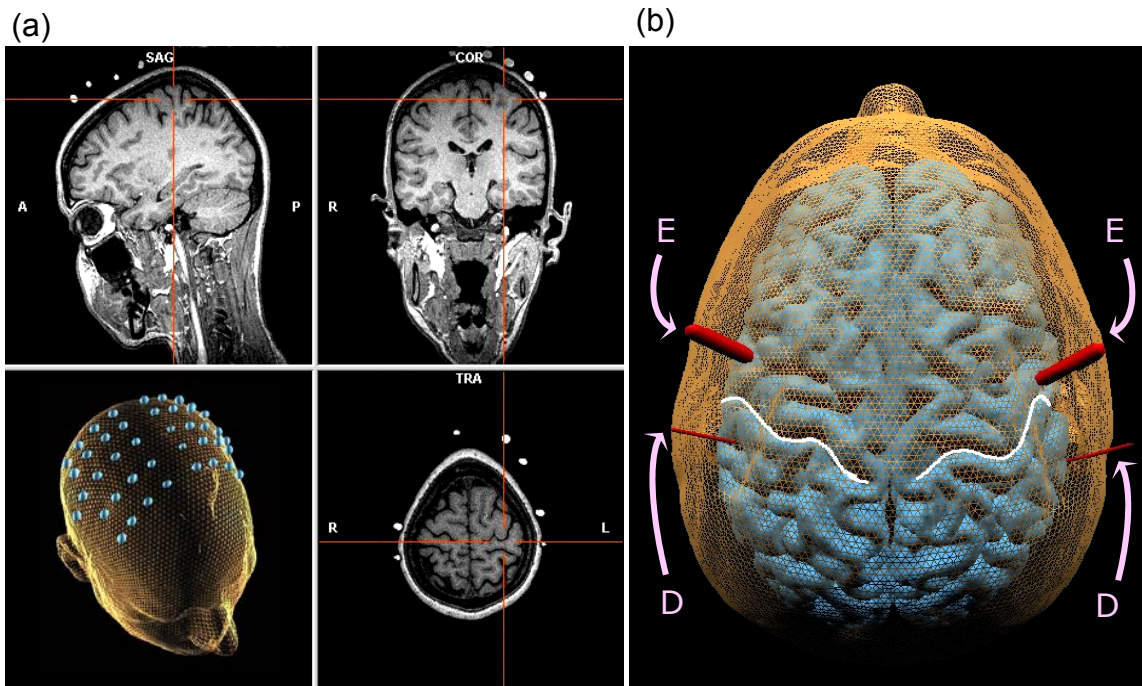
Darstellung der MPrage mit *Fiducial*-Koordinaten zur Identifizierung der korrespondierenden Position auf der Kopfoberfläche mit dreidimensionaler Schichtung und 3D-Rekonstruktion (a). Anhand dieses ersten Koordinatendatensatzes konnte die Positionierung der NIRS-Optoden individuell in Projektion auf das Handareal in der omega-förmige Windung des Gyrus centralis erfolgen. Rechts ist die 3D-Rekonstruktion der Optoden aus dem MRT-Datensatz eines Probanden dargestellt (b), die Emitter-Optode (E) ist 3 cm rostral der Detector-Optode (D) angebracht, der Sulcus centralis ist weiß markiert.
